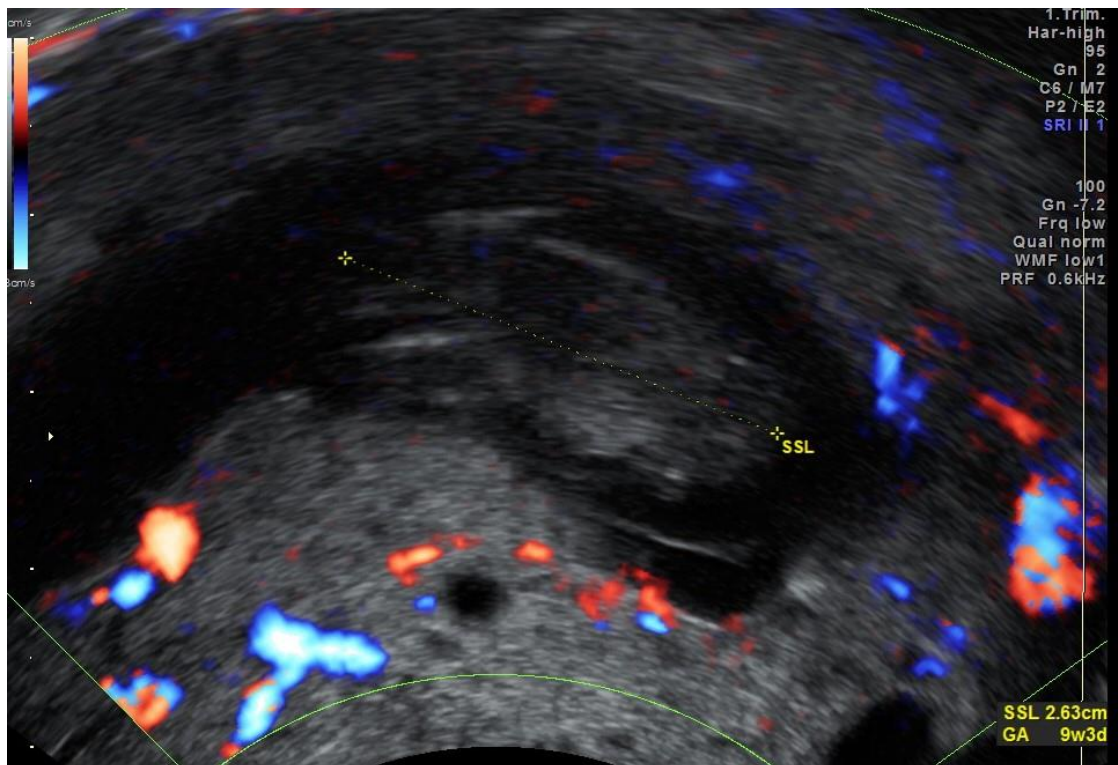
Sonographische Darstellung einer PHM
